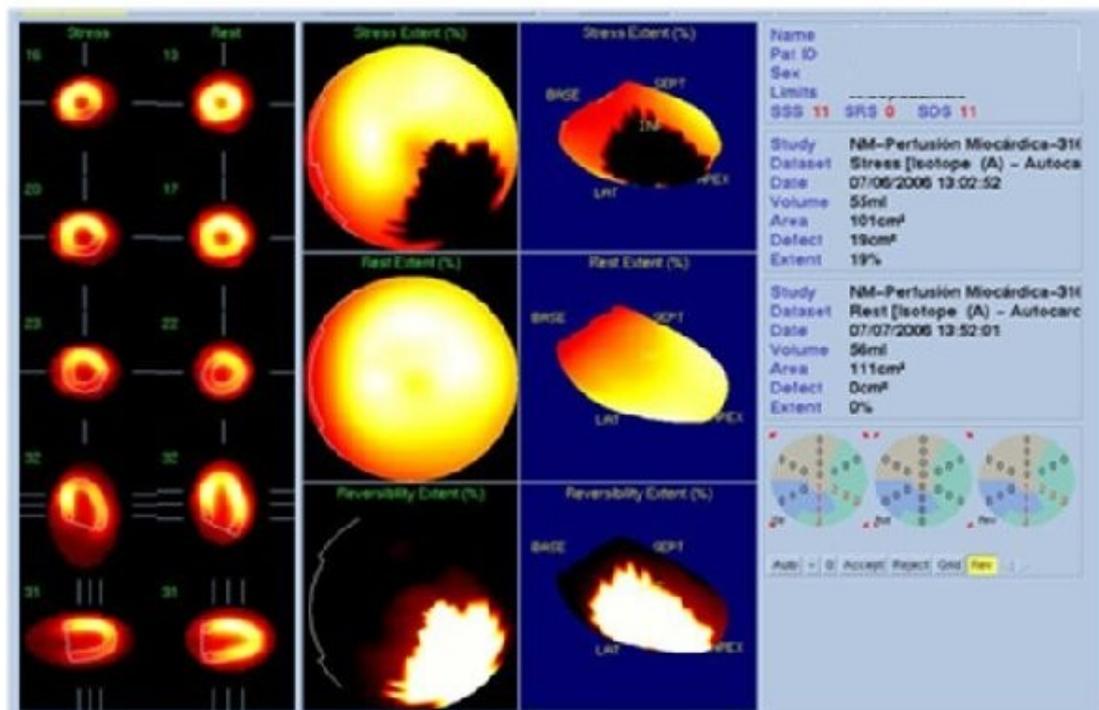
Paciente diabético de 57 años, asintomático, con factores de riesgo cardiovascular, a quien se efectúa SPECT de perfusión como pesquisa de enfermedad coronaria, con Sestamibi esfuerzo y reposo. Presenta defectos reversibles en segmentos inferolateral medio y basal. La coronariografía mostró lesión significativa proximal de arteria coronaria derecha en segmento medio. 1A: cortes originales en los tres ejes. 1B: cuantificación respecto a base de datos normal (en blanco zona de isquemia inferior).
